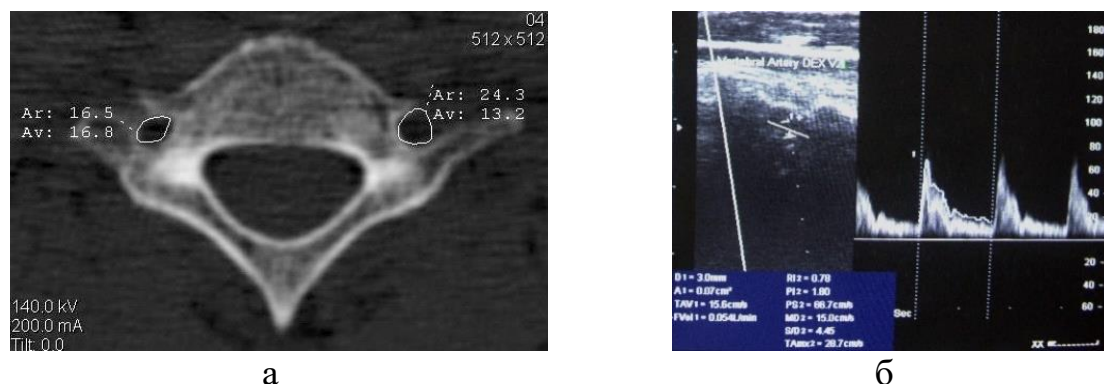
Определение компрессии ПА с помощью СКТ (а) и ЦДС (б)
